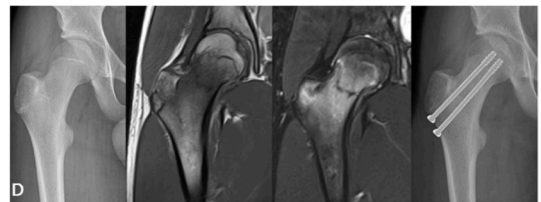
Adolescente de 14 años, con fractura por stress de cuello de fémur, confirmada mediante resonancia magnética. Se realizó tratamiento mediante estabilización con osteosíntesis.
